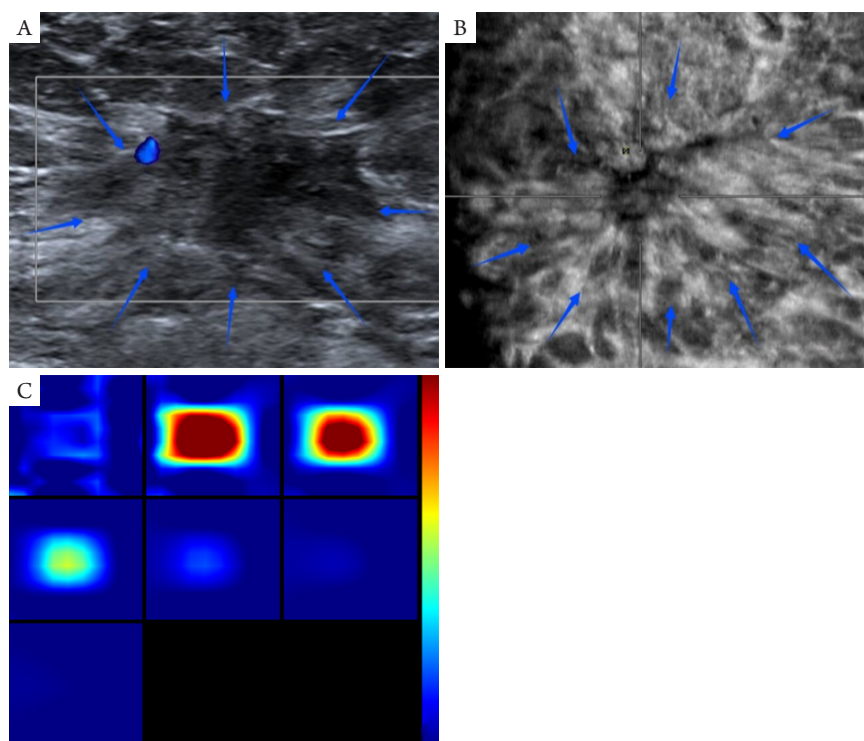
乳腺癌常规超声、ABVS、DOT超声成像表现
